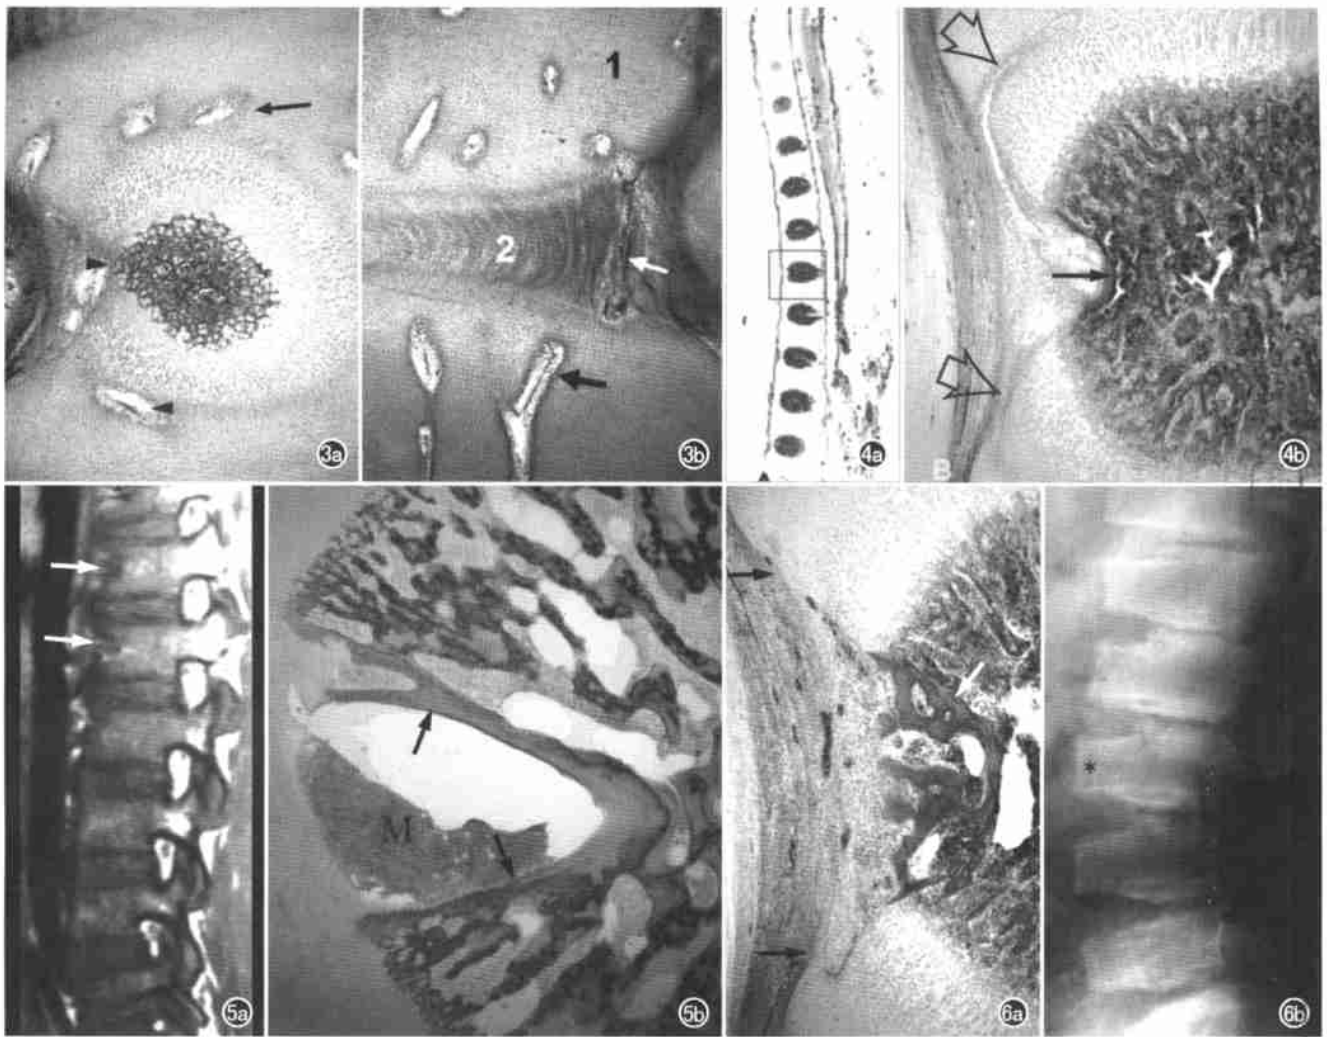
椎体软骨内血管。a) 胎儿12周, 软骨椎体前面“V”字形凹陷区有成骨细胞, 尚未形成骨皮(箭头), 为膜内成骨前期, 紧邻骨化核, 椎体软骨内有数条血管(箭); b) 胎儿12周, 椎体后面镜下所见: 图上下为软骨(1), 其中有多条血管(黑箭), 图中心横带为椎间盘(2), 椎间盘后部有血管(白箭)。图4 椎体前面中2/3“V”字形凹陷区为膜内成骨。a) 胎儿15周, 颈胸椎整体切片; b) 左图第1胸椎方框内镜下所见: 图左侧为前纵韧带, 椎体中2/3有凹陷, 并见有“V”字形骨皮(黑箭)为膜内成骨, 椎体前面软骨向前突出上下各有一条血管(空箭)。图5 椎体前面大的“V”字形凹陷。a) 男, 6岁, 腰椎MRI矢状面, T₁WI显示胸₁₂、腰₁椎体前面“V”字形低信号(箭); b) 胎儿18周, 椎体前面有一大的“V”字形骨皮(箭)其中有骨髓(M)。图6 椎体前面2/3区膜内成骨与脊柱骨骼发育不良。a) 胎儿18周, 椎体前面中2/3凹陷区(两黑箭之间), 有膜内成骨形成的松质骨结构(白箭); b) 脊柱骨骼发育不良椎体前面中2/3区有骨性突出(黑星), 另外, 各椎间隙狭窄为伴随的发育异常。
